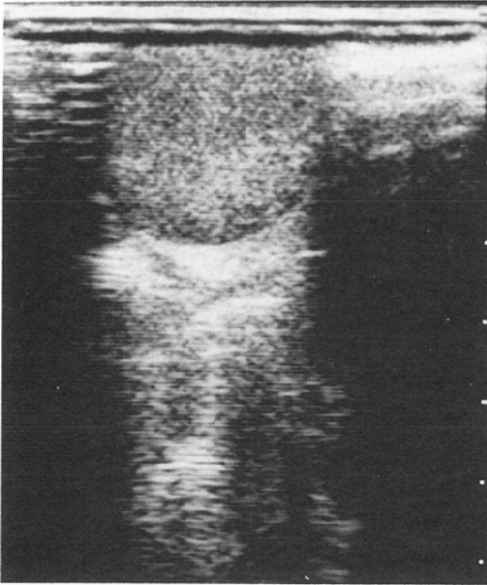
The longitudinal ultrasonography shows a clearly demarcated cystic mass with internal high echo in the anterior neck.
